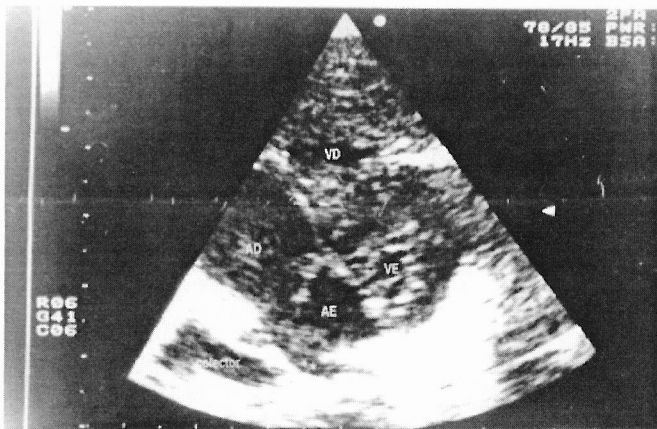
Ecocardiografia bidimensional em projecção subcostal: imagem de colector venoso posterior à AE. AD: aurícula direita, AE: aurícula esquerda, VD: ventrículo direito, VE: ventrículo esquerdo, \*: veias pulmonares esquerdas adjacentes ao tecto da AE mas não conectadas com a mesma.
